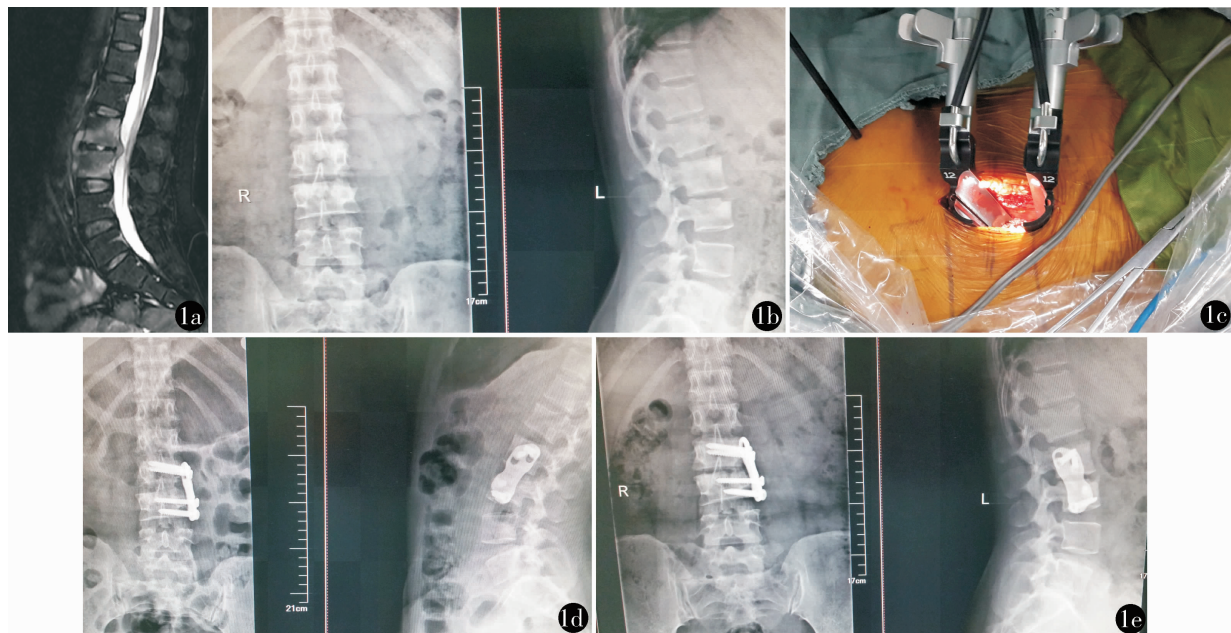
女, 47 岁。L_{2/3} 椎体结核。a: 术前腰椎 MRI 示 L_{2/3} 椎体结核, 伴椎旁脓肿; b: 术前正侧位 X 线片示 L_{2/3} 椎间隙及部分椎体骨质破坏; c: 术中置入工作通道情况; d: 术后第 3 天正侧位 X 线片示内固定位置良好; e: 术后 1 年正侧位 X 线片示 L_{2/3} 间隙植骨融合, 内固定稳固
